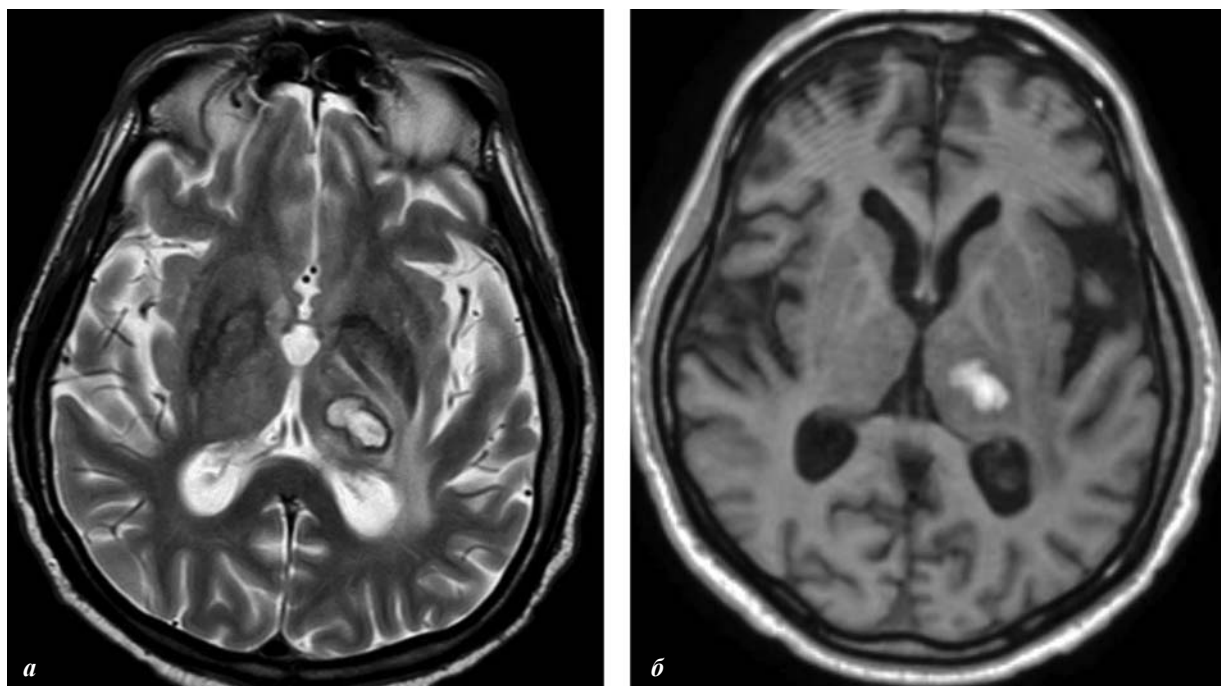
МРТ головного мозга пациента 68 лет с внутримозговой гематомой в таламусе левого полушария головного мозга в поздней подострой стадии:
